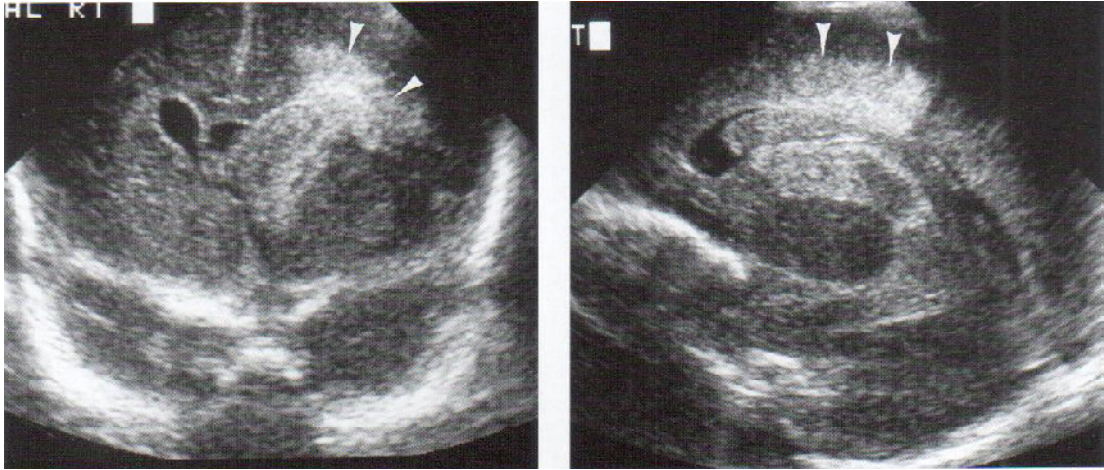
Hemorragia Grado III, ecografía coronal que muestra asta frontal derecha dilatada y llena de sangre (flecha). La segunda imagen en corte parasagital, muestra sangre llenando casi todo el ventrículo lateral izquierdo.
